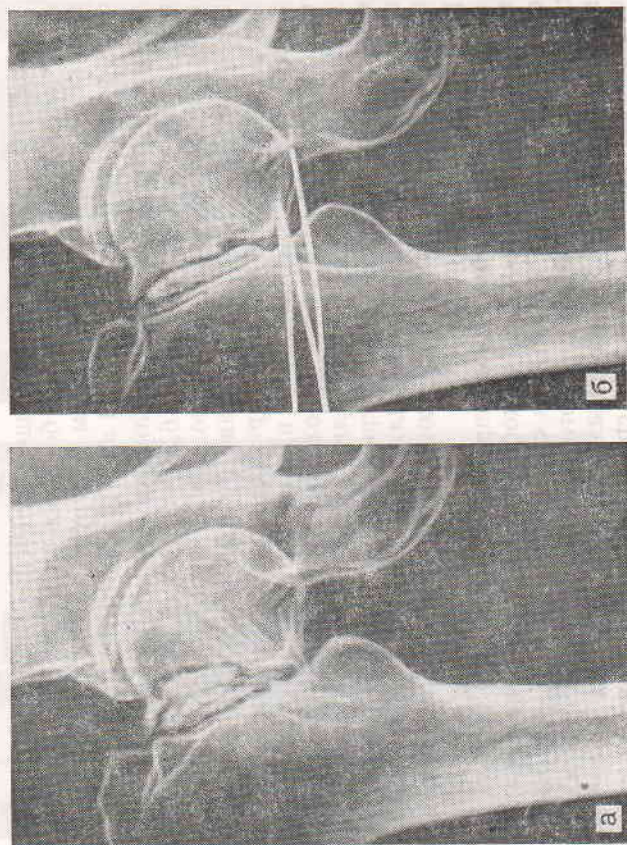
Рентгенограммы больной К. при поступлении (а), при имплантации электродов (б), через 2 (в) и 6 (г) мес после ЭСО.
